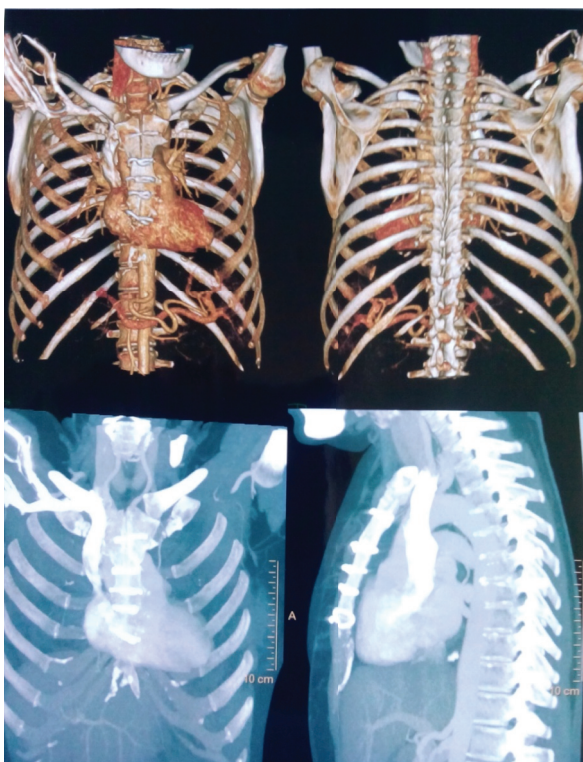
Комп'ютерна томографія з внутрішньовенним контрастуванням та 3D-реконструкцією через 6 місяців після операції.
